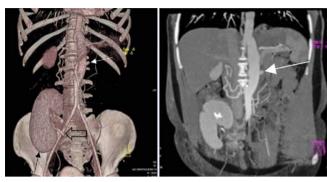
КТ-ангиография в послеоперационном периоде: слева – реконструкция в режиме объемной реконструкции (volume rendering technique, VRT); справа – проекция максимальной интенсивности (maximum intensity projection, MIP) в косой корональной плоскости.
